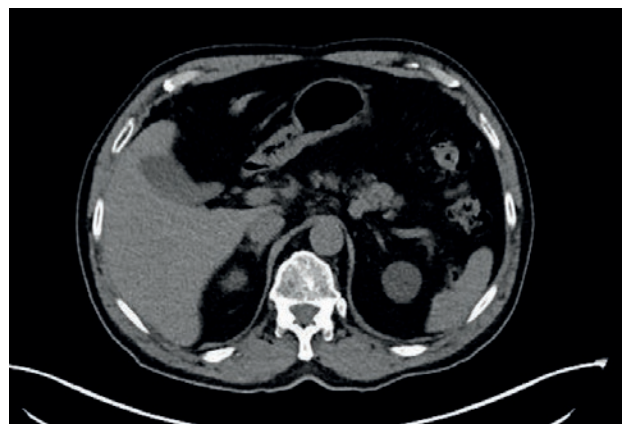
TC de seguimiento en 2021
